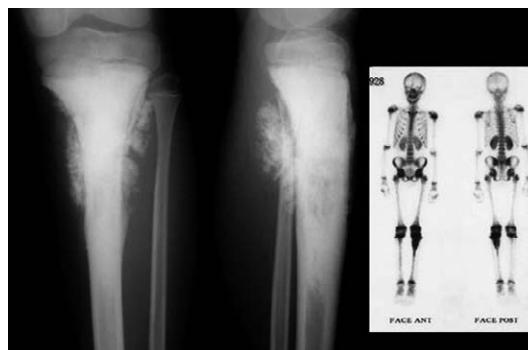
Aspect typique radiologique d'une image en « feu d'herbe » de l'extrémité supérieure du tibia très évocatrice d'un ostéosarcome. Notez l'hyperfixation scintigraphique.
